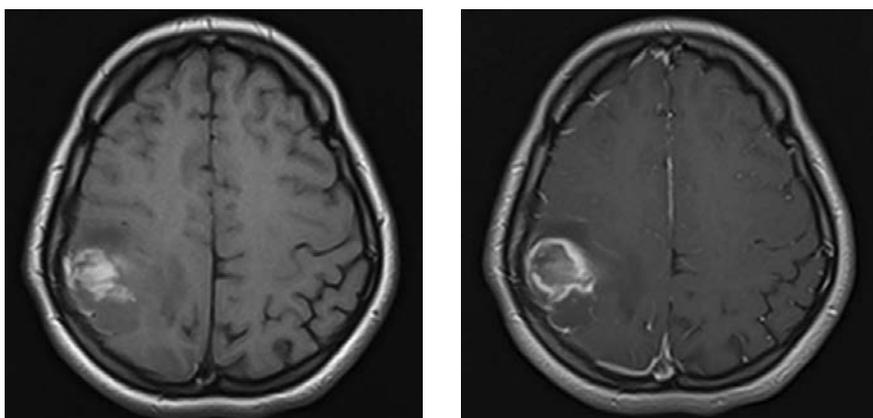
МРТ пациентки Д., 27 лет, при поступлении. МР-картина ишемии с признаками геморрагического пропитывания в правой теменной области головного мозга по венозному типу (зона ишемии неправильной формы размерами 4,3 × 2,9 × 3,3 см неоднородной структуры за счет геморрагического пропитывания).
